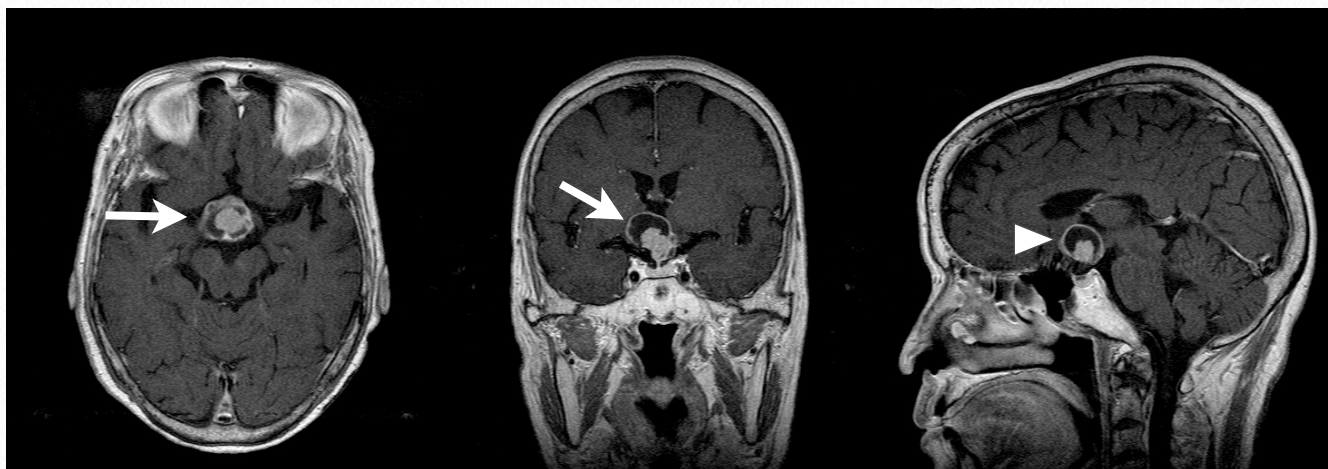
症例8・術前頭部MRI：トルコ鞍上部に嚢胞性病巣を認める。T1WI Gdでは、嚢胞の壁が均一に造影されていた。嚢胞の正中には充実性病巣が伴っており、これも均一に造影されていた（→）。腫瘍によって視交叉は上方へ圧排されていた（△）。
